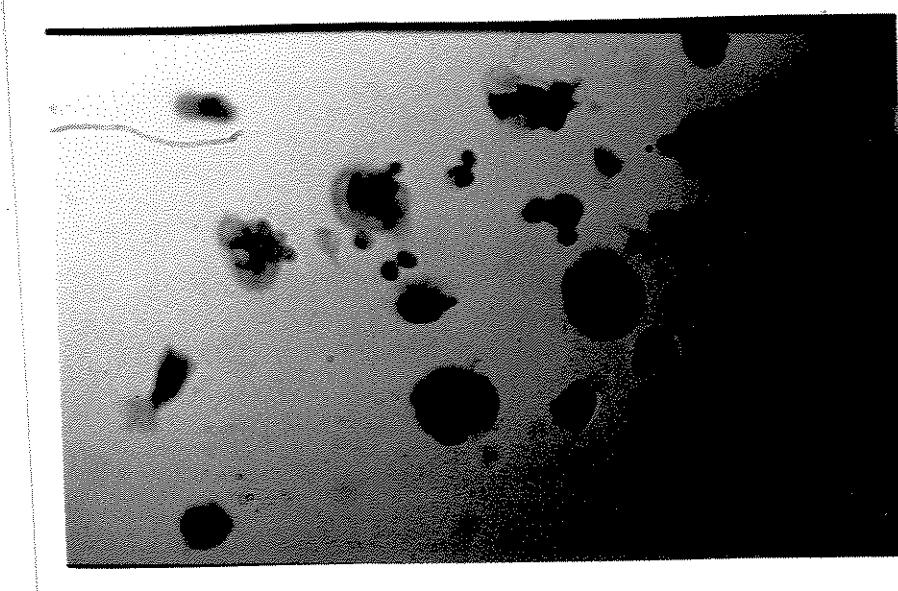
ASPECTO DA FAGOCITOSE DE PARTÍCULAS DE ZIMOSAN PREVIAMENTE INCUBADAS COM SORO NORMAL. MONÓCITOS DE PACIENTE COM DOENÇA FALCIFORME (LEISHMAN -1000x)
